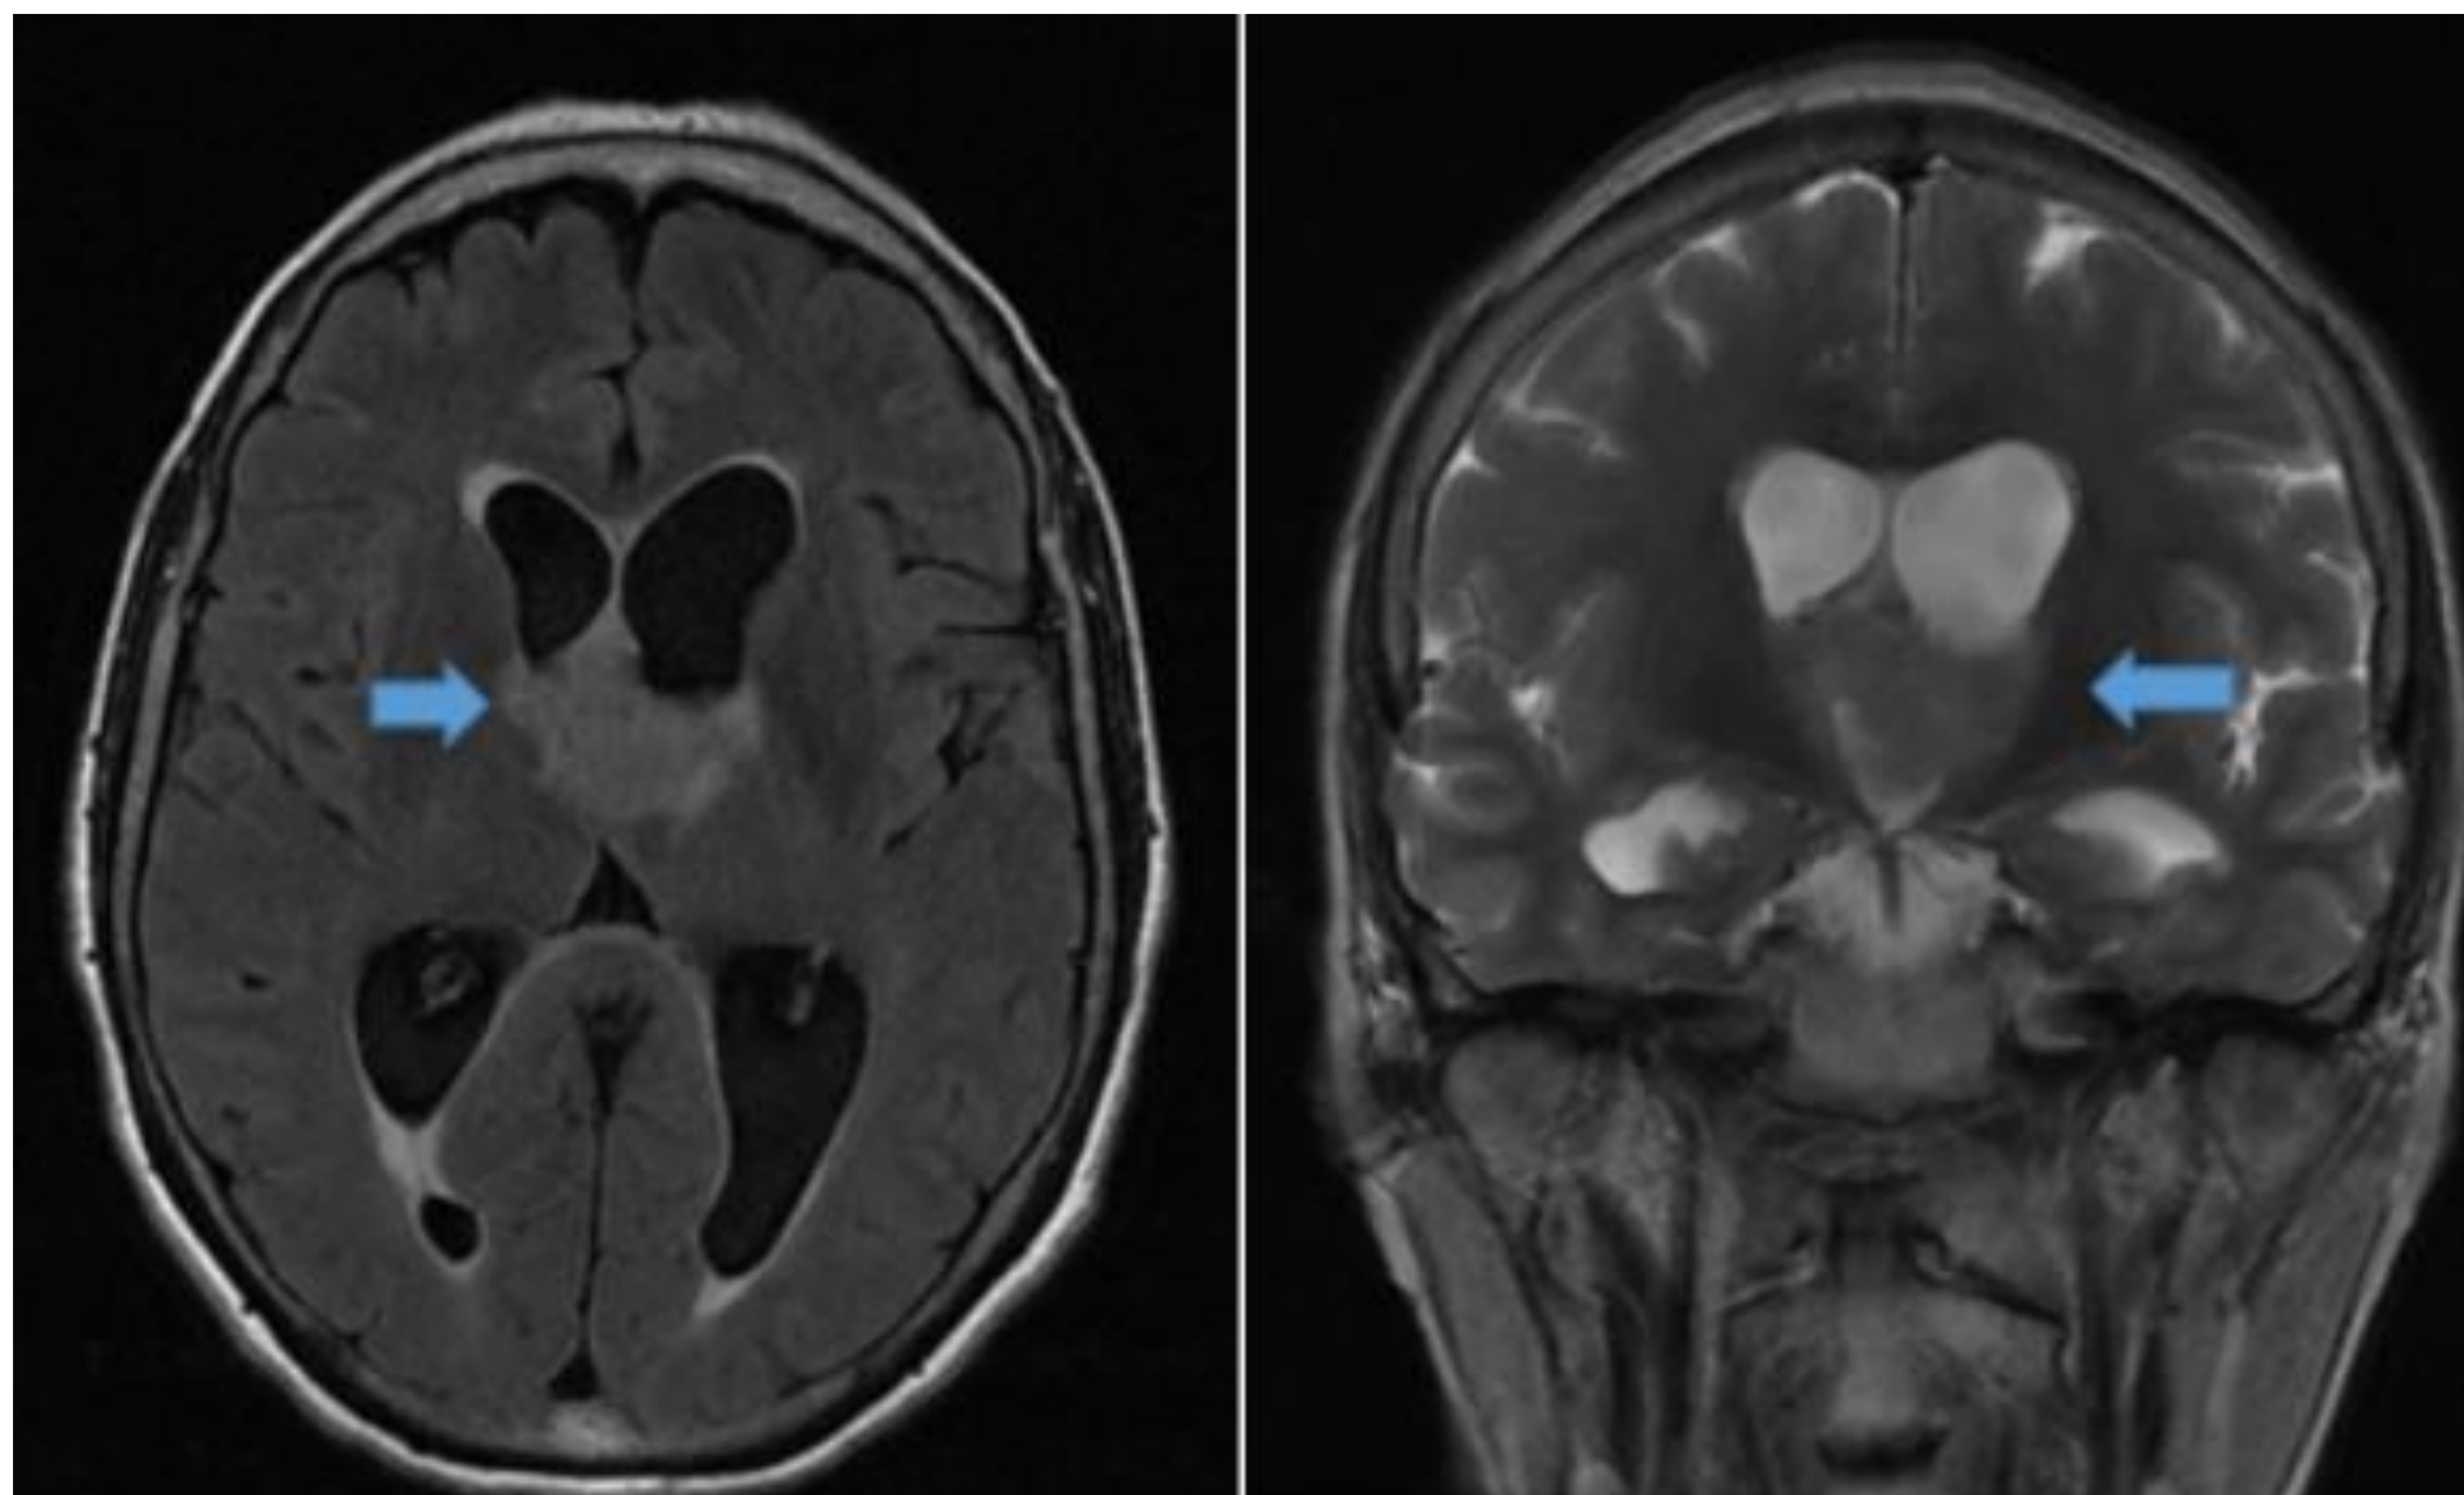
Xantoastrocitoma pleomórfico: Izquierda: FLAIR. Derecha: imagen ponderada en T2. Tumor sólido en el techo de la división anterior del III ventrículo. Hiperintenso en T2 y FLAIR en comparación con la sustancia gris.
